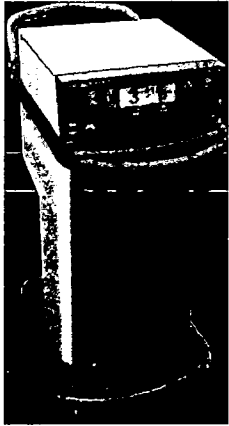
超音波メス (Harmonic Scalpel II)
